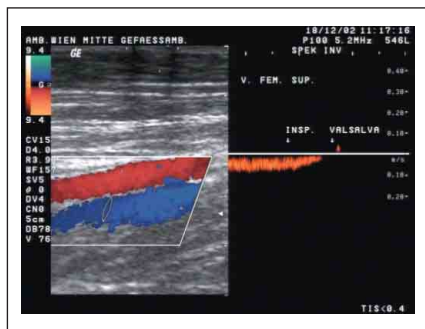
Dopplerkurve einer gesunden V. fem. sup. bei Provokation; Flußstop bei Valsalvamanöver
